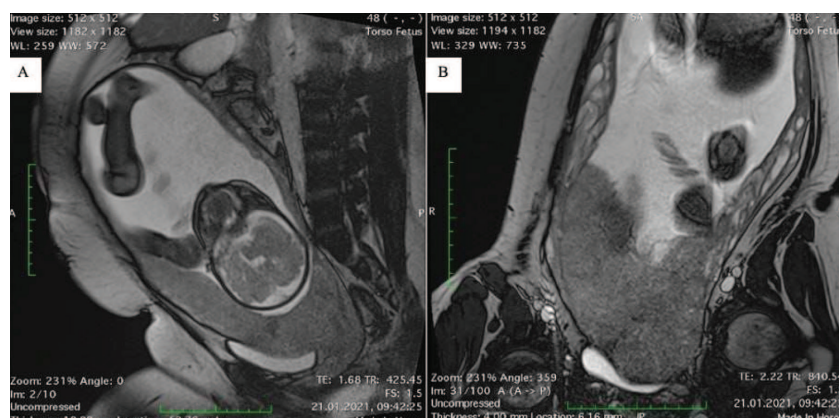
Результати МРТ у групах дослідження для встановлення діагнозу (А, В – випинання плаценти, нечіткий контур стінки сечового міхура, залучення шийки матки, паравезикальної і параметральної клітковини в PAS)
